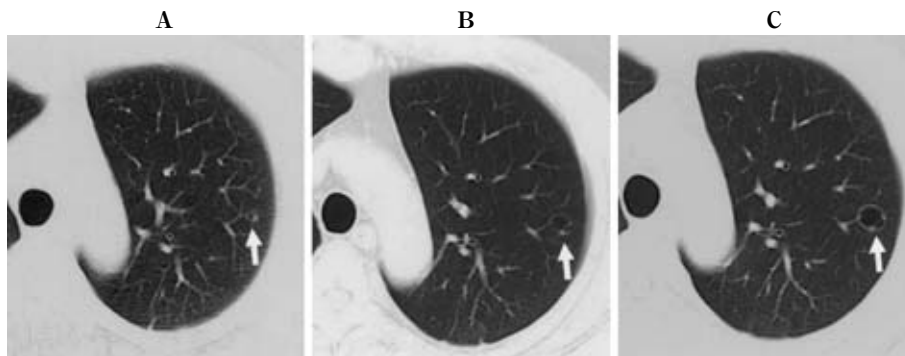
Clinical course on chest CT. A. Chest CT showed a minute cystic lesion in the left upper lobe (S¹⁺²_c) in February 2005. B. Chest CT showed the growing cystic lesion which was 1.0-cm in size in October 2005. C. In January 2006 chest CT showed the 1.5-cm atypical form of lung cyst which had a thickened wall and a minute structure.
